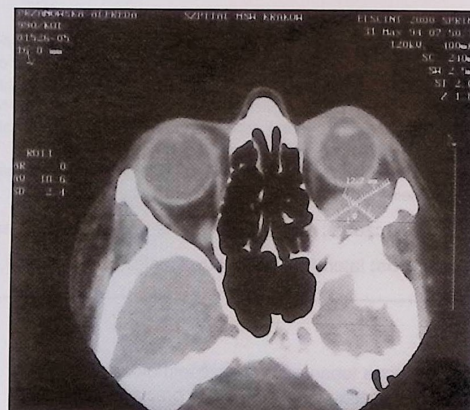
Wynik badania tomografii komputerowej (przedoperacyjnej): gruczołek wielopostaciowy gruczolu łzowego
